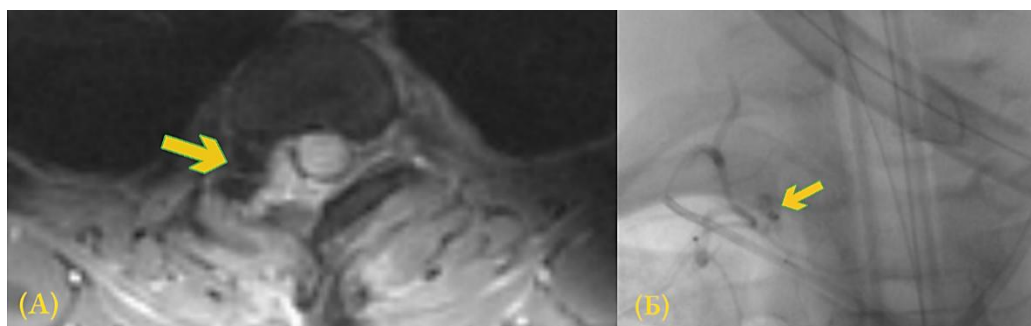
(2а – МРТ верхнегрудного отдела; 2б – КТ– ангиография верхнегрудного отдела) – наличие патологической сосудистой сети в межпозвонковом отверстии Th1– Th2 слева
